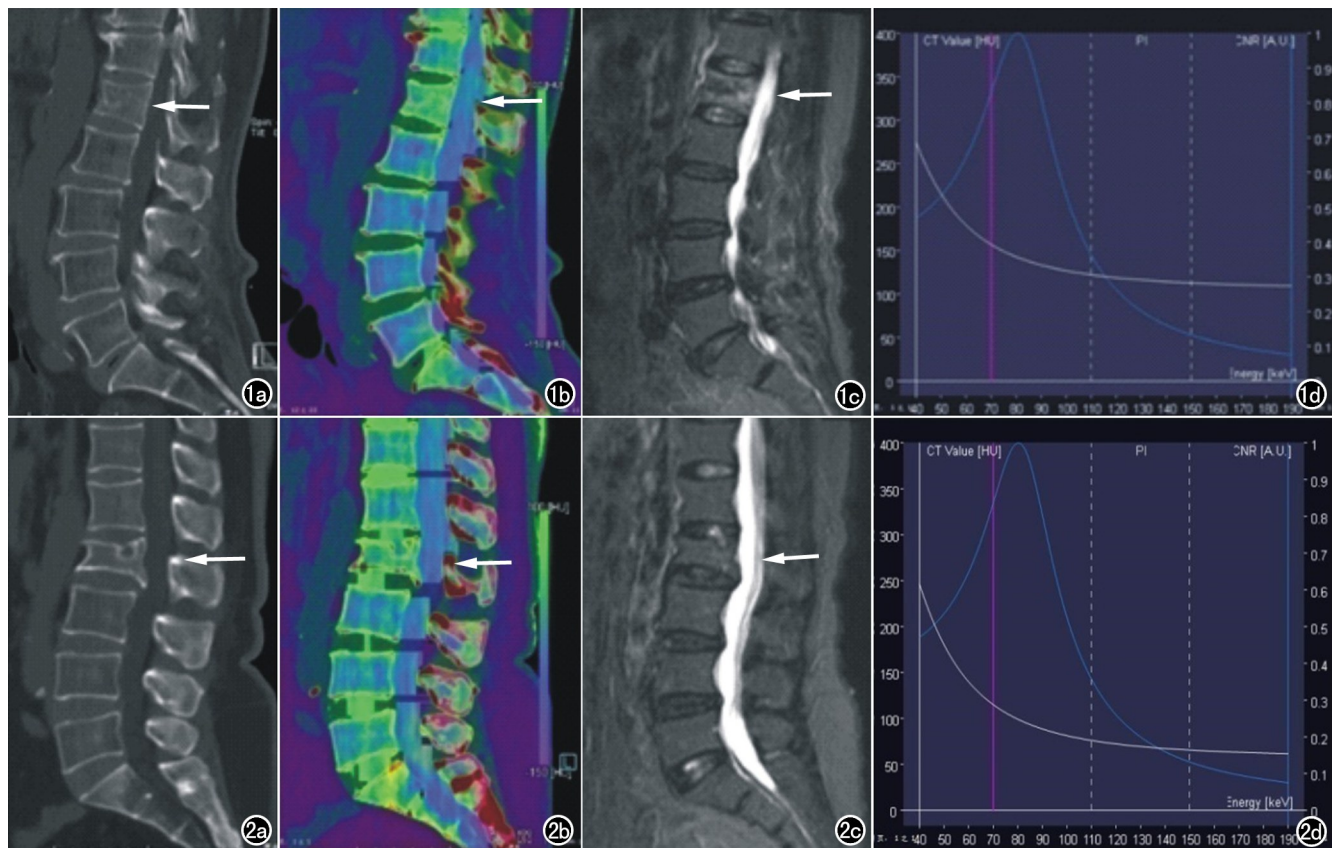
患者,女,66 岁,外伤腰背部疼痛。 L_1 椎体急性压缩骨折。a) CT 矢状面重建图示 L_1 椎体(箭)轻度楔形变,骨小梁结构扭曲,皮质中断; b) 双能量彩色编码矢状面重建图示 L_1 椎体(箭)轻度楔形变,并且较其它椎体伪彩颜色异常,髓腔偏绿色; c) MRI 矢状面 T_2 WI 脂肪抑制序列图像示 L_1 椎体(箭)稍变扁伴片状高信号提示骨髓水肿,证实为急性压缩骨折; d) L_1 椎体虚拟单能量曲线,显示在 40~100keV 区间曲线坡度相对平缓。图 2 患者,女,61 岁,间歇性腰腿痛 10 余年。 L_2 椎体慢性压缩骨折。a) CT 矢状面重建图示 L_2 椎体(箭)明显变扁; b) 双能量彩色编码矢状面重建图示 L_2 椎体(箭)较其它椎体伪彩颜色大致相似,髓腔偏紫色; c) MRI 矢状面 T_2 WI 脂肪抑制序列图示 L_2 椎体(箭)未见明显异常高信号,证实为慢性压缩骨折; d) L_2 椎体虚拟单能量曲线图示在 40~100keV 区间曲线坡度相对平缓。
